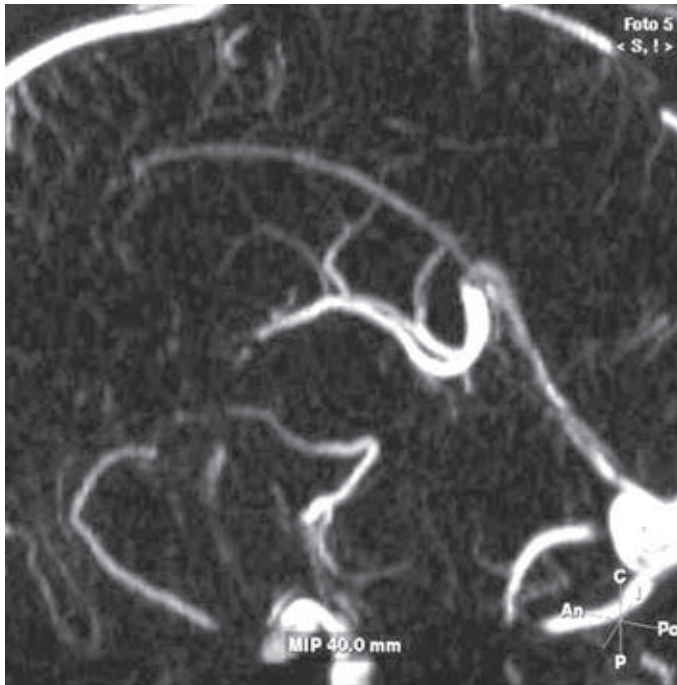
Angio-RM. Se aprecia ausencia de la vena septal anterior por compresión del quiste coloide.
